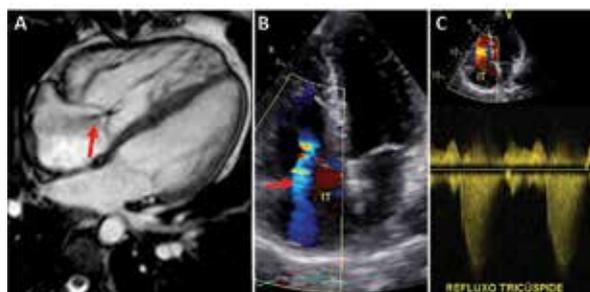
Paciente de 20 anos, Anomalia de Ebstein e estenose valvar pulmonar após correção cirúrgica, imagens de RM e Eco do mesmo paciente, demonstrando plastia valvar e regurgitação tricúspide. RM em A, Eco em B e C. A regurgitação está demonstrada com setas.
